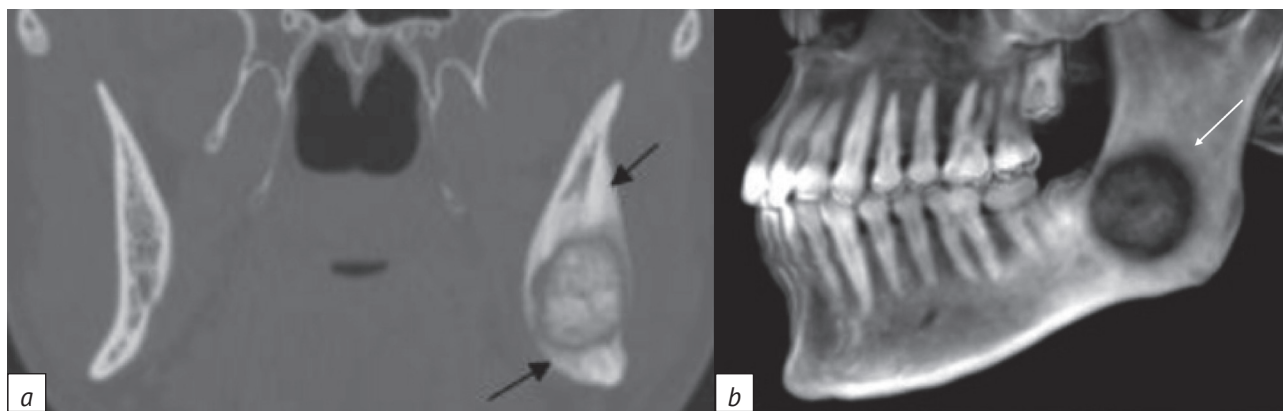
КТ. Остеобластома нижней челюсти слева:
